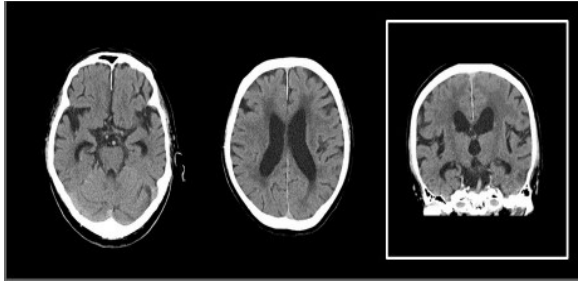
自験例の頭部 CT 脳室拡大, シルビウス裂の開大
